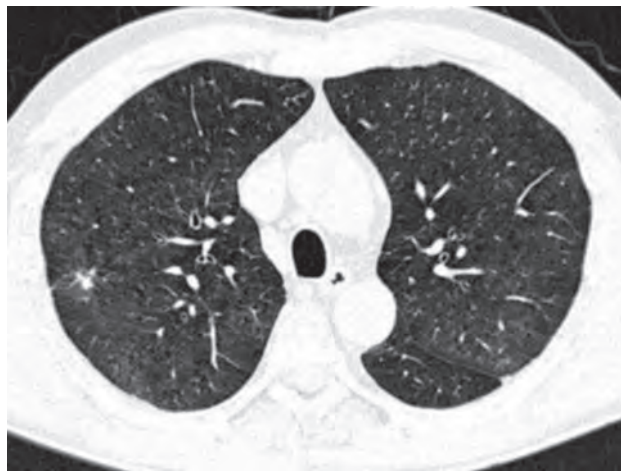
Компьютерная томография: малый рак легкого. В верхней доле правого легкого определяется очаг размером 4 мм, невидимый при обычной рентгенографии. Морфологически установлен плоскоклеточный рак легкого
